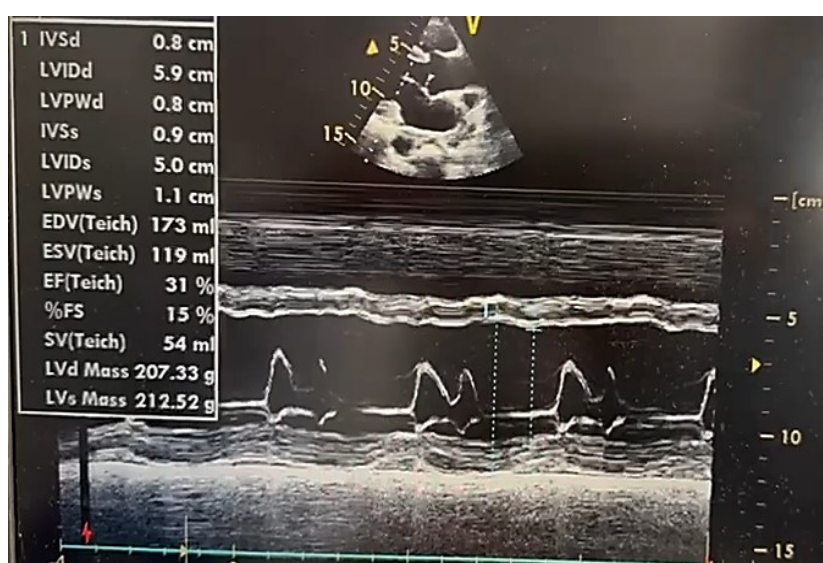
Эхокардиография пациента А., 38 лет с миокардитом. В М-режиме графическое движение стенок сердца и створок клапанов во времени / оценка систолической функции желудочков
